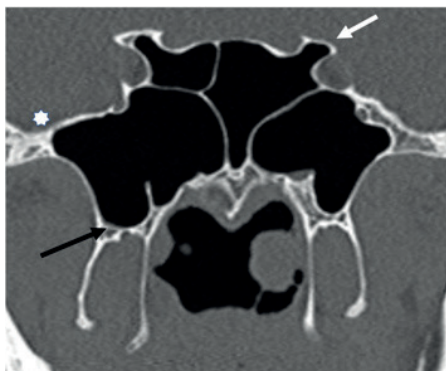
TC coronal en ventana ósea que muestra patrones de neumatización “aberrante” del SE. Neumatización del PCA (flecha blanca); neumatización del PP (flecha negra); neumatización del AME (estrella blanca). Hospital Militar Central de Bogotá, Colombia; 2021.
